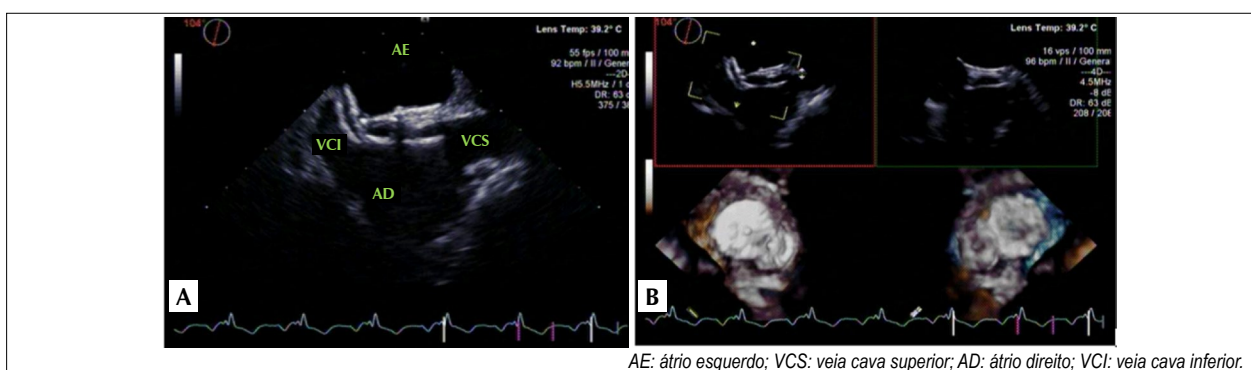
Ecocardiograma do dia 1º de setembro de 2021 no pós-operatório tardio de fechamento percutâneo da comunicação interatrial multifenestrada. (A) Imagem bidimensional do dispositivo oclutor na topografia do septo interatrial. (B) Imagem tridimensional da prótese.
